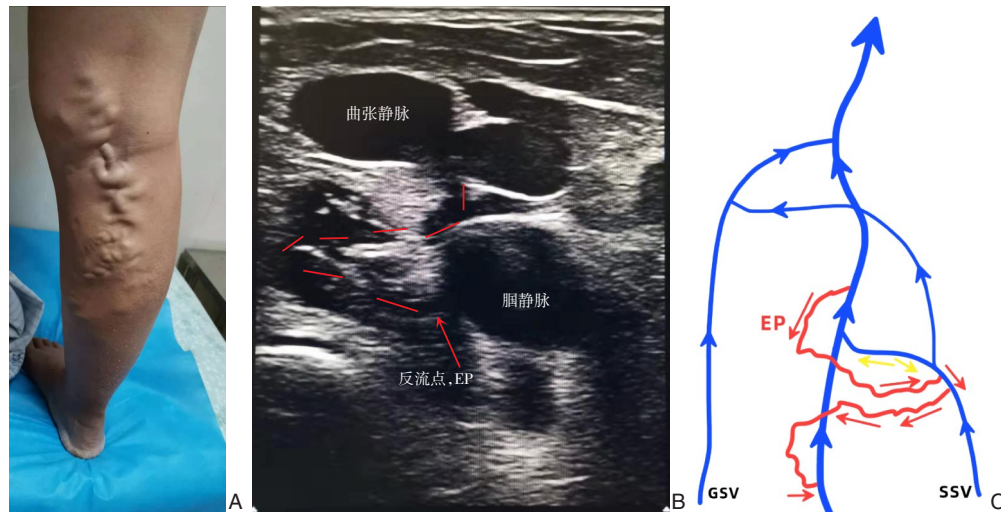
血流动力学评估 A: 站立位超声检查; B: 识别EP; C: 描记血流动力学分型 (GSV: 大隐静脉; SSV: 小隐静脉)
